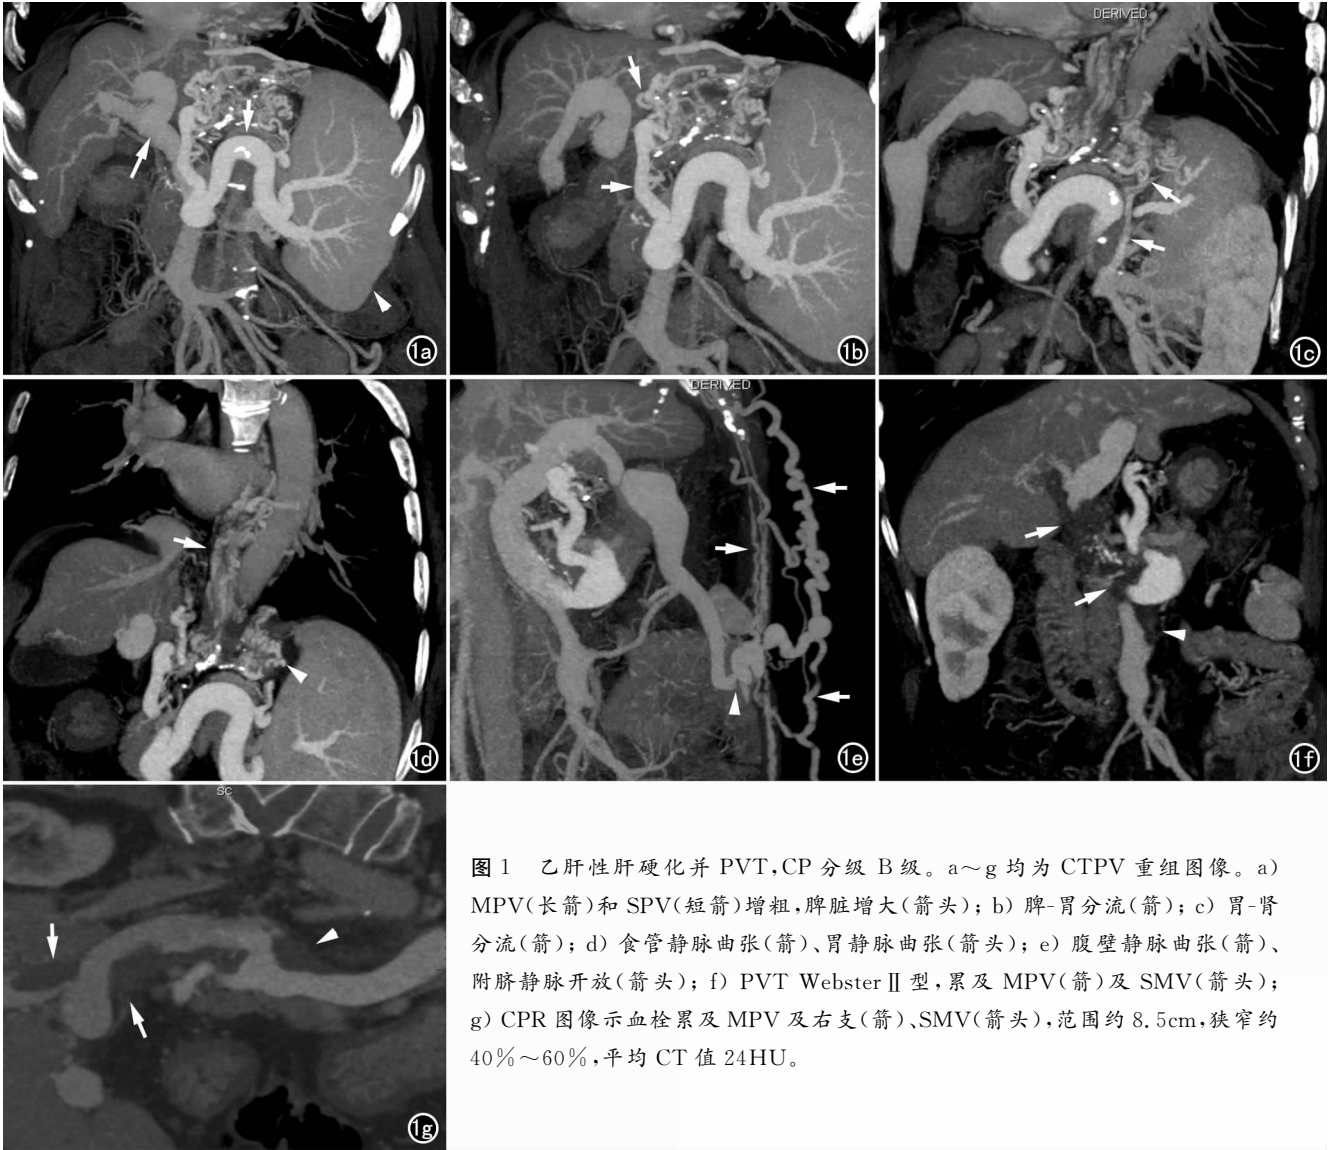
乙肝性肝硬化并 PVT,CP 分级 B 级。a~g 均为 CTPV 重组图像。a) MPV(长箭)和 SPV(短箭)增粗,脾脏增大(箭头); b) 脾-胃分流(箭); c) 胃-肾分流(箭); d) 食管静脉曲张(箭)、胃静脉曲张(箭头); e) 腹壁静脉曲张(箭)、附脐静脉开放(箭头); f) PVT Webster II 型,累及 MPV(箭)及 SMV(箭头); g) CPR 图像示血栓累及 MPV 及右支(箭)、SMV(箭头),范围约 8.5cm,狭窄约 40%~60%,平均 CT 值 24HU。
